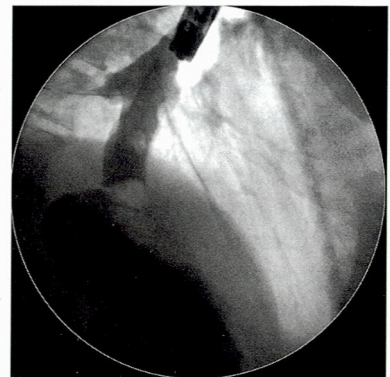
Рентгенография пищевода с водорастворимым контрастом (в положении лежа).
